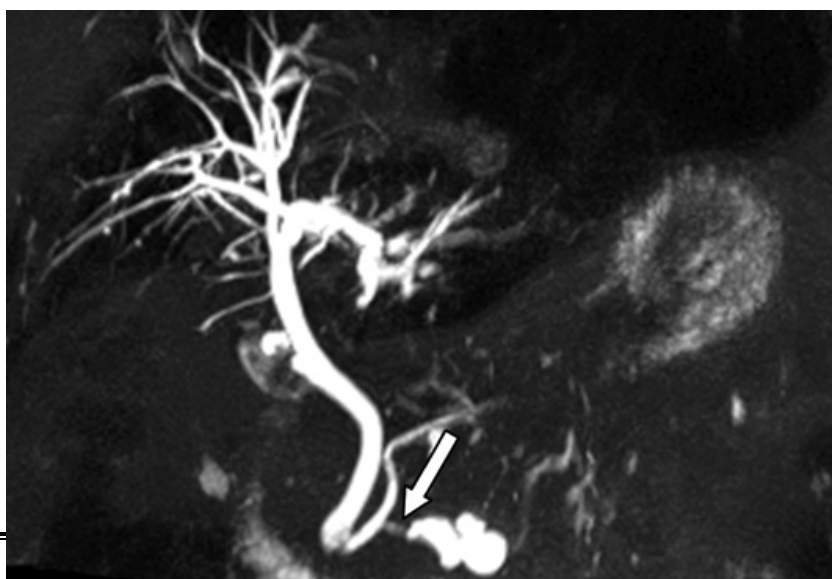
Bili-IRM d'une TIPMP des canaux pancréatiques secondaires montrant une communication avec le canal pancréatique principal (flèche) (81)
